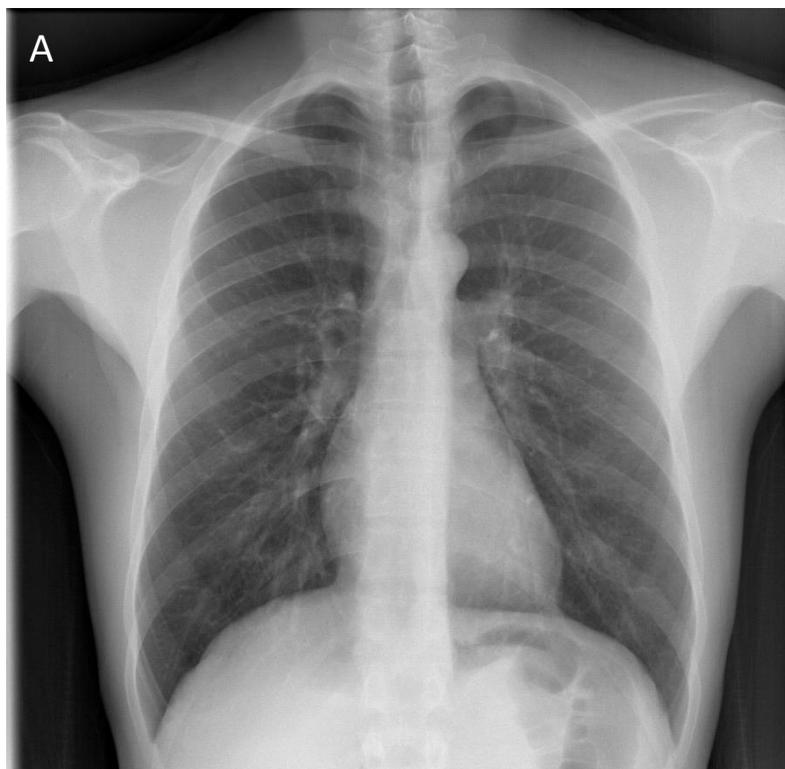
Radiografia de tórax em um paciente saudável de 27 anos (A) e em um paciente acometido por insuficiência cardíaca pós-isquêmica (B)
